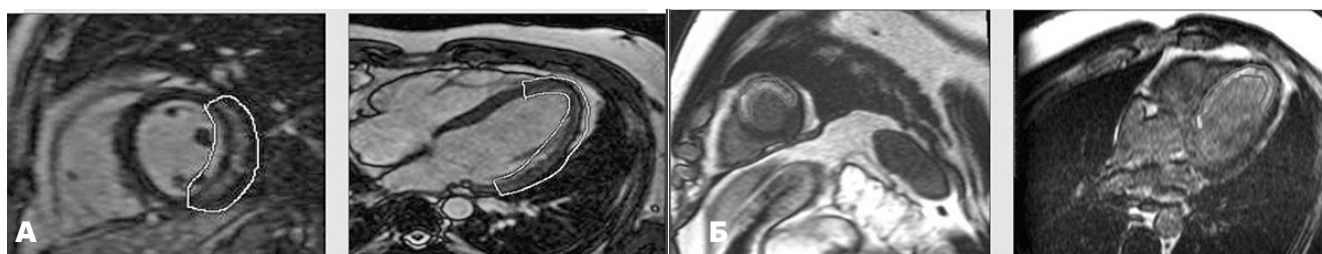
Дані магнітно-резонансної томографії серця із контрастуванням гадолінієм: гострий вогнищевий міокардит (А) та гострий інфаркт міокарда (Б).
